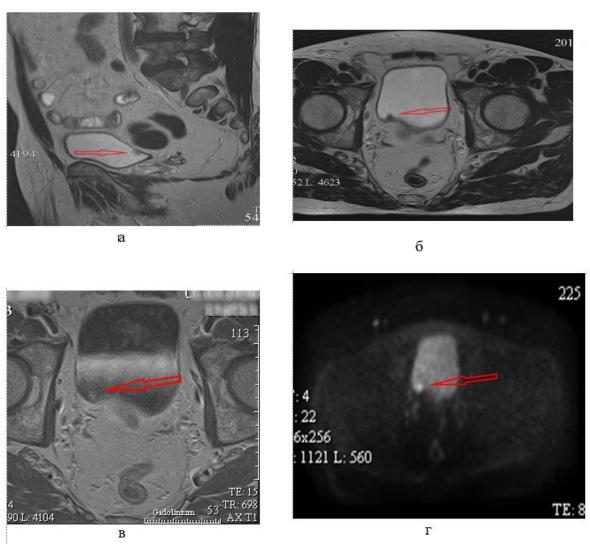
MP-томограммы пациента С., 61 года, до операции (стрелкой указана опухолевая ткань):
